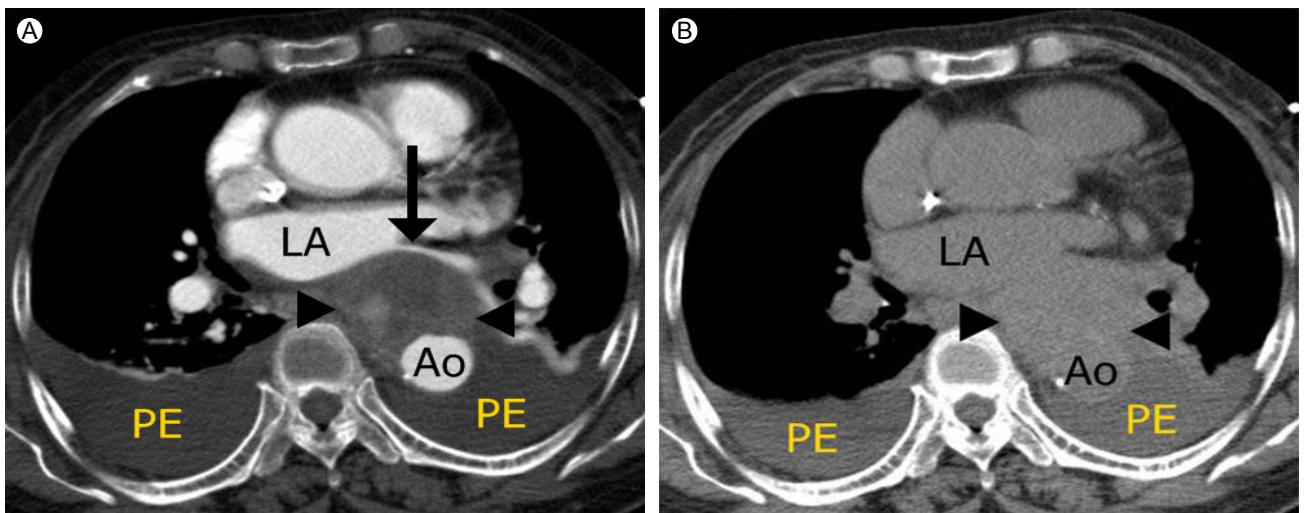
(A, B) Whole-body CT angiography revealed an intramural hematoma compressing the left atrium and left pulmonary vein. LA, left atrium; Ao, descending aorta; PE, pleural effusion; arrow, left pulmonary vein; arrowheads, intramural hematoma.
